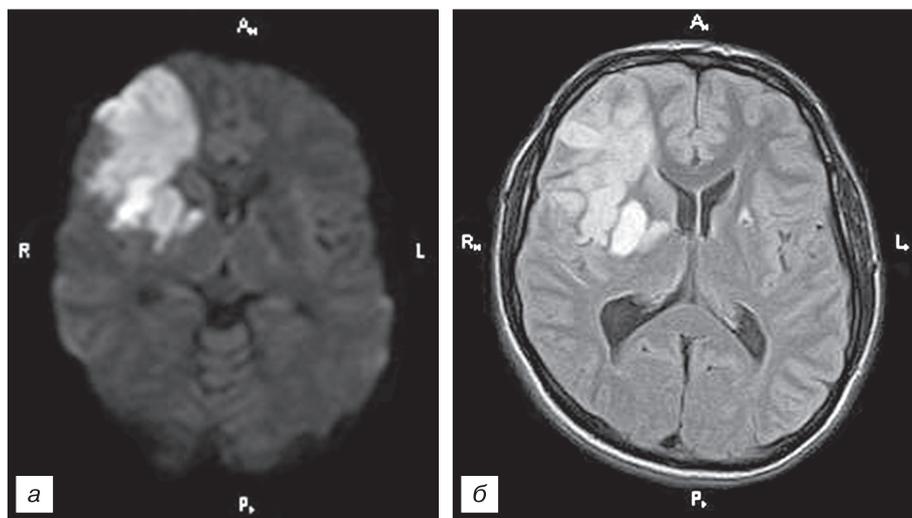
МР-томограмма головного мозга того же пациента с диагнозом моя-моя в режиме DWI (а) и в режиме Flair (б).
